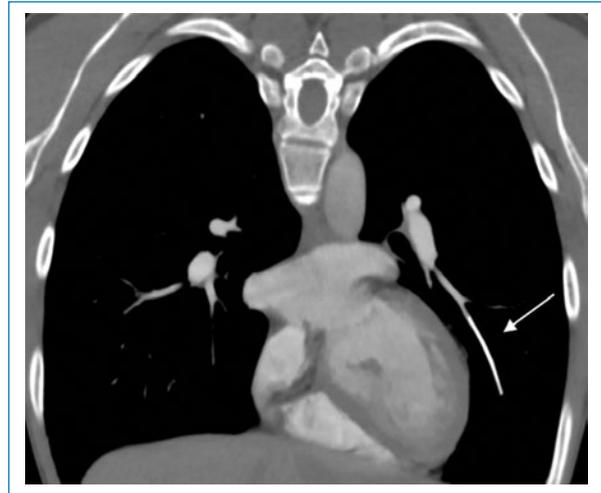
Tomografía computada multicorte de tórax con contraste intravenoso, corte coronal. Se observa una imagen lineal densa de disposición longitudinal en una rama arterial inferior izquierda.
